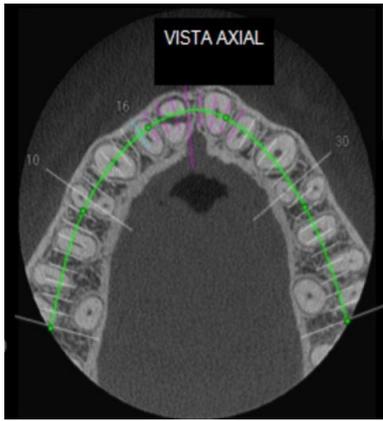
Tomografia computadorizada do feixe cônico (TCFC) realizada - Cortes axiais.
